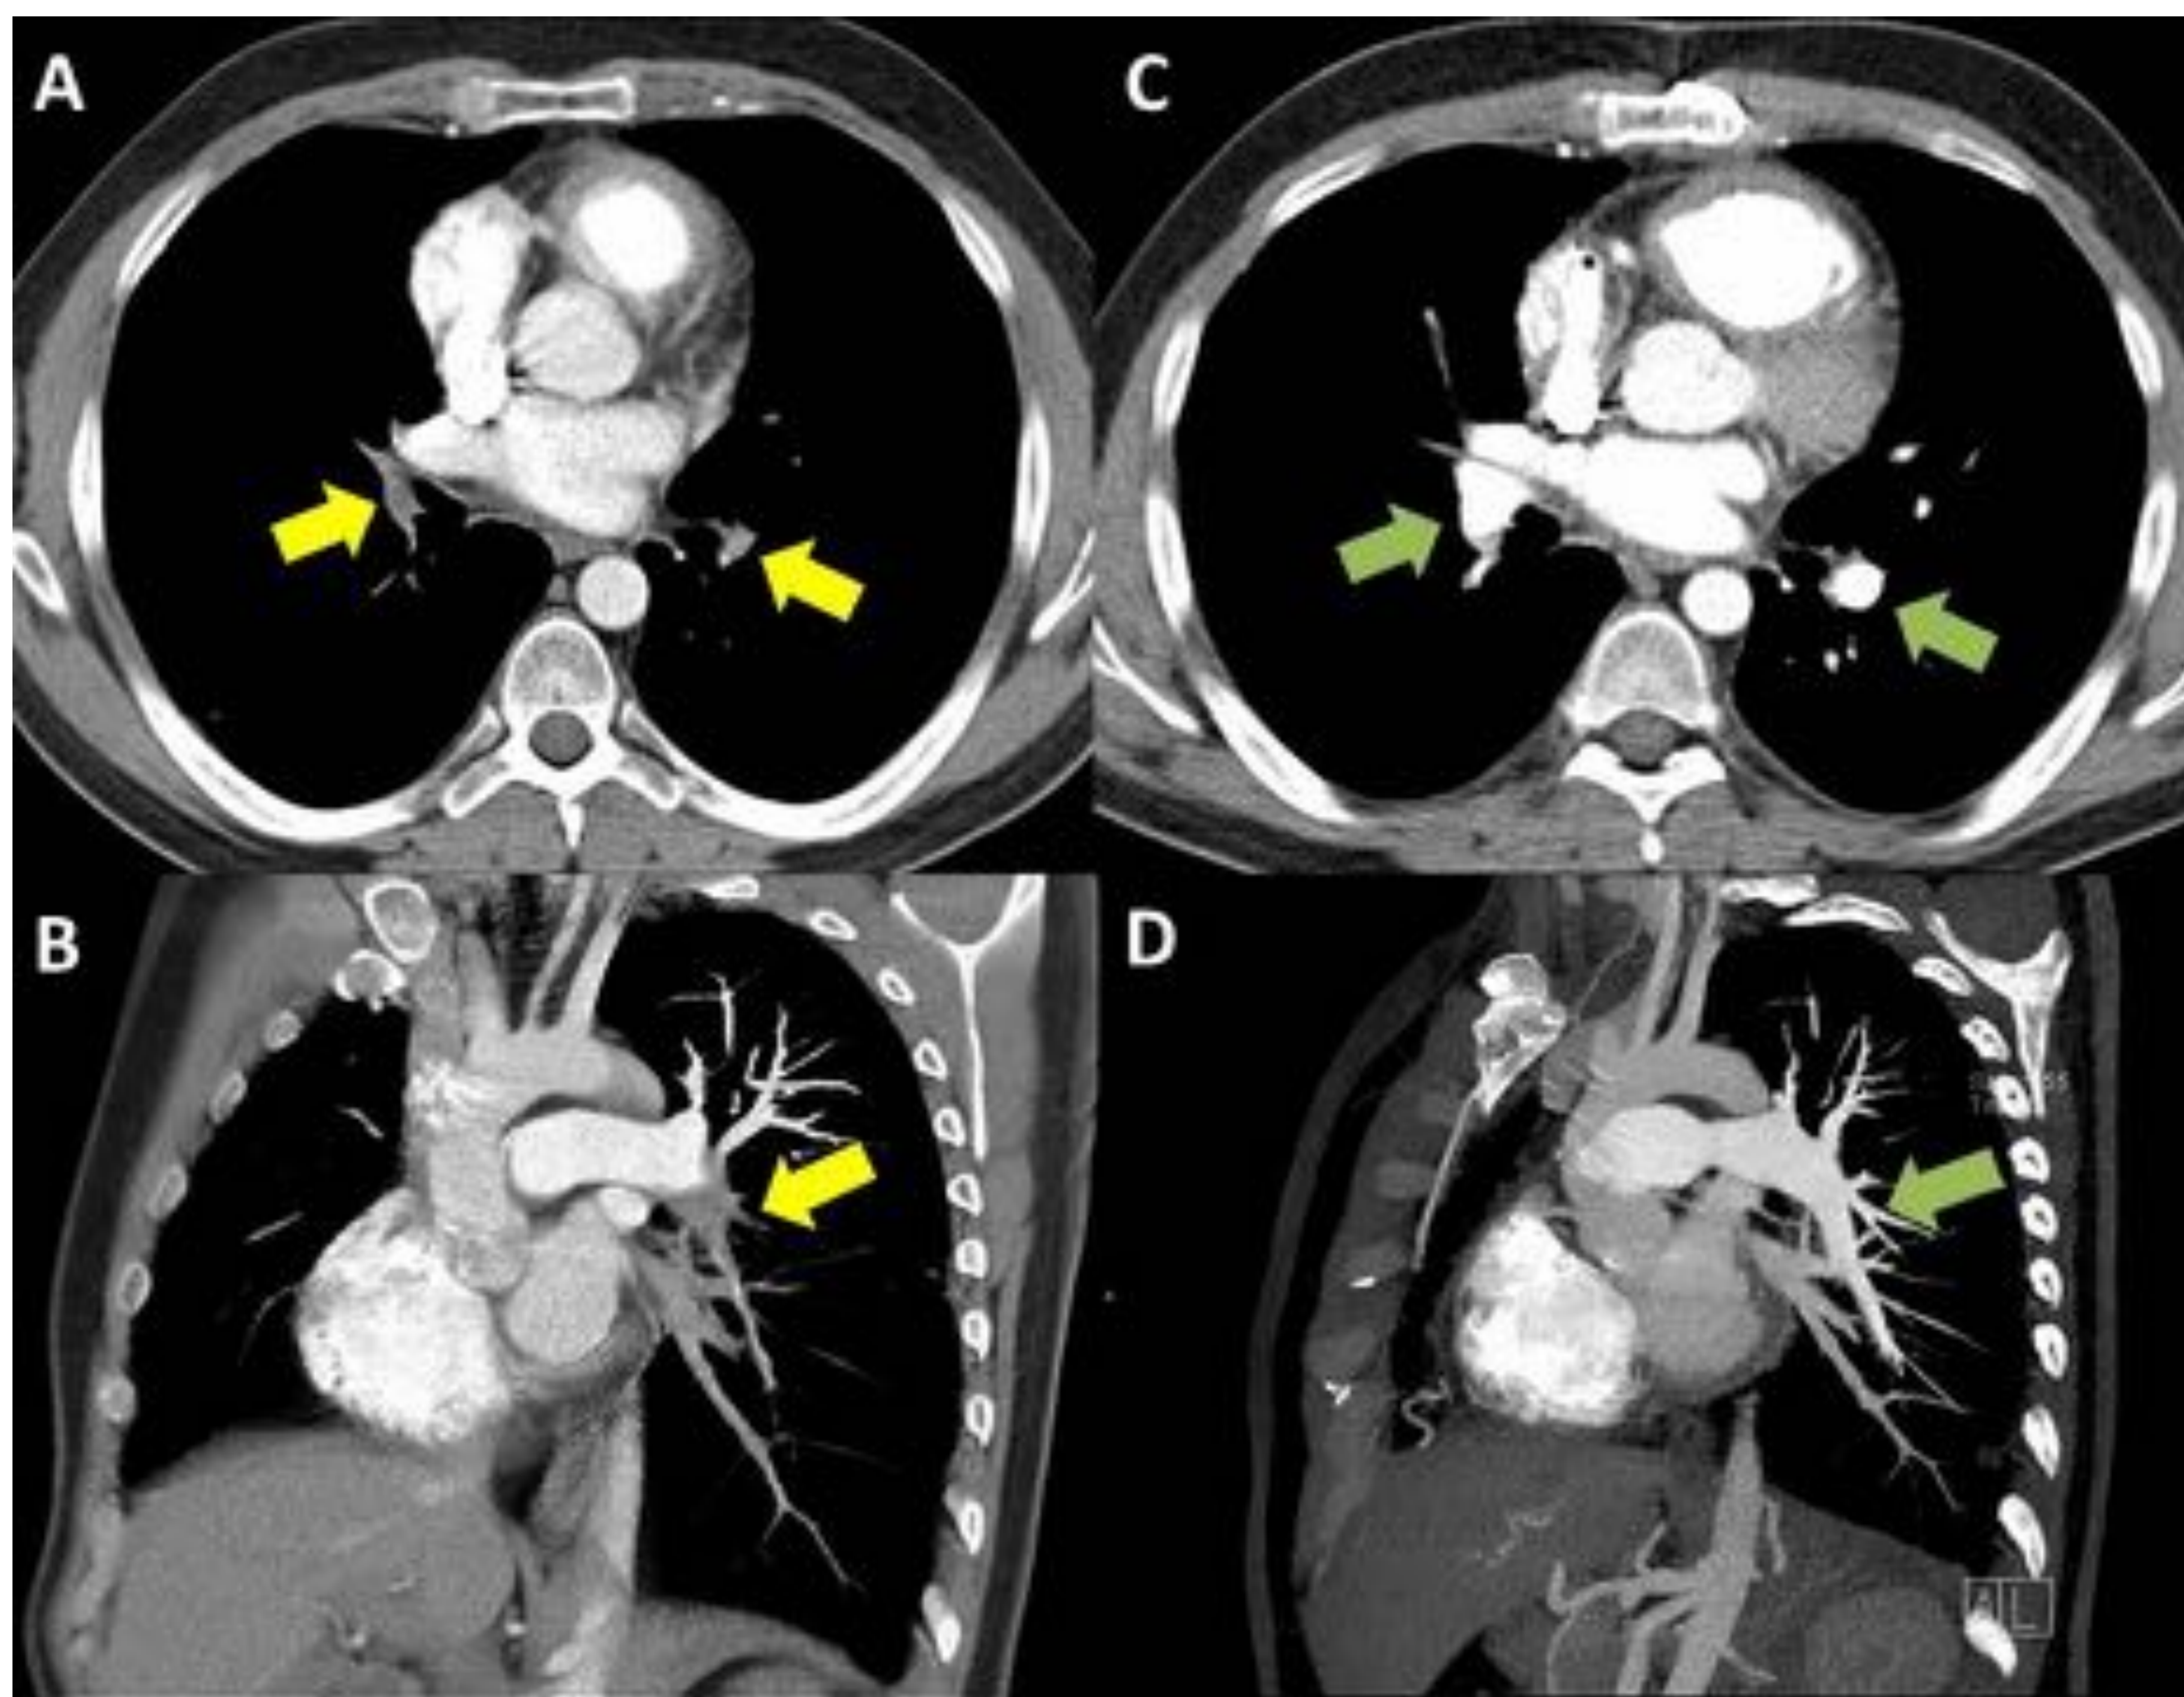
Paciente de 31 años con enfermedad de Behçet que presenta disnea súbita. A-B. Angio-TC pulmonar que muestra una oclusión tromboembólica de ramas segmentarias basales bilaterales de la arteria pulmonar (flechas amarillas). C-D. Angio-TC pulmonar realizado posteriormente a la endarterectomía que evidencia una repermeabilización de las ramas ocluidas (flechas verdes).
